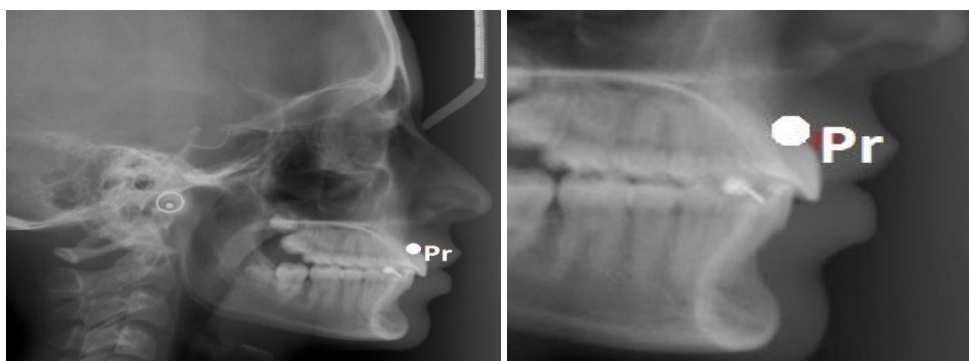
Prosthion - aspect radiografic
